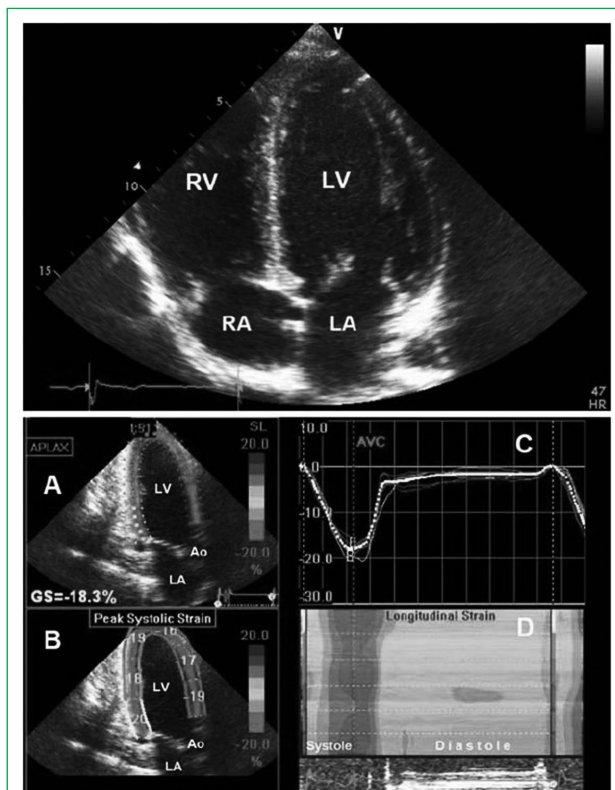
Эхокардиография у тяжелоатлета мирового класса со «спортивным сердцем» (объем сердца — 19,0 мл/кг массы тела)
